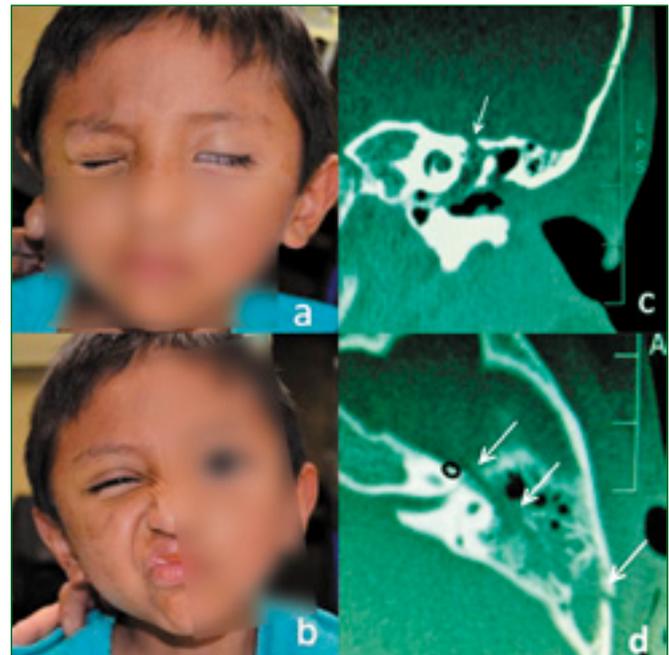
a y b: Grado IV: disfunción moderadamente severa. Debilidad y/o asimetría desfiguradora. En reposo simetría y tono normal. No hay movimiento de región frontal; imposibilidad para cerrar el ojo totalmente. Espasmo facial. Grado V: disfunción severa. Tan sólo ligera actividad motora perceptible. En reposo asimetría. c y d Tomografía computada de oído izquierdo en donde se evidencia el trazo de fractura longitudinal izquierda que compromete al VII cerca del ganglio geniculado (área de flecha negra).
